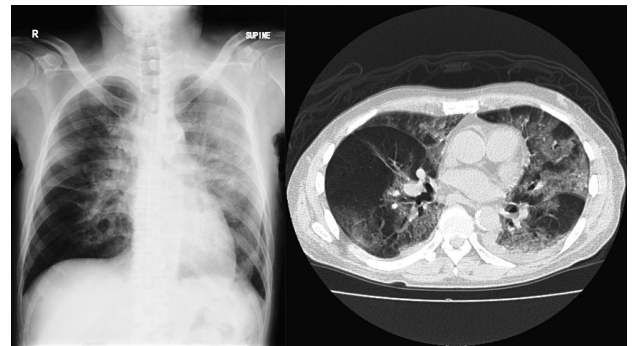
Chest X-ray shows the appearance of ground glass shadows on both lungs. Plain CT shows the appearance of ground glass shadows, infiltration shadows and reticular shadows on both lungs.
